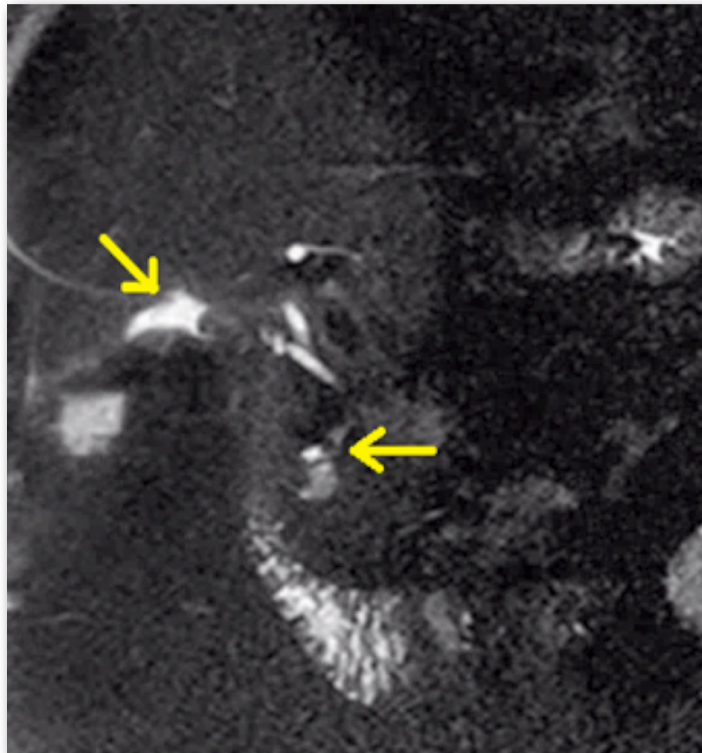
Colangio-RM en pacientes colecistectomizado que demuestra fuga biliar (flecha superior) y coledocolitiasis distal (flecha inferior).
